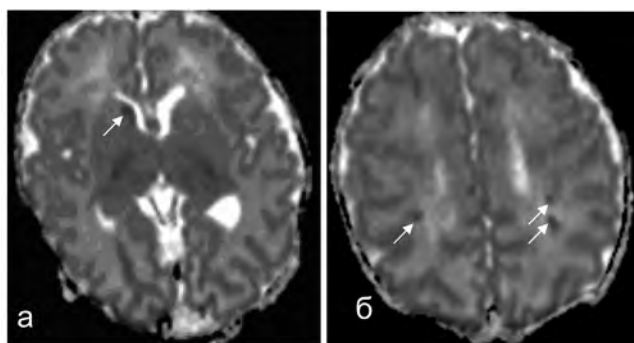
МРТ головного мозгу в аксиальній площині новонародженого 9 днів з ТБА. Білатеральне мультифокальне поражение белого вещества, инфаркт в головке хвостатого ядра справа. ИКД-карта (а — на уровне головки хвостатого ядра ; б — на уровне семиовальных центров), ИКД = $0,56 \times 10^{-3} \text{ мм}^2/\text{сек}$
